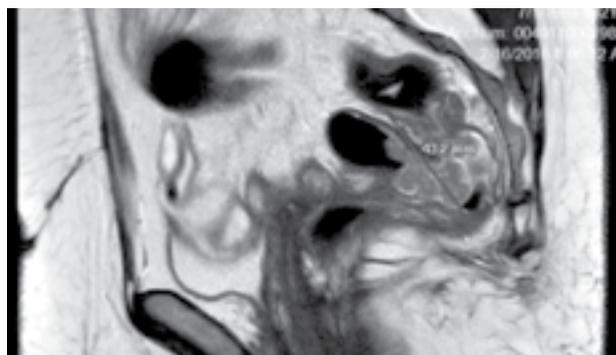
Lesión de recto superior en cara anterior del mismo en una paciente histerectomizada. Durante la resección de esta lesión se produjo un acceso a la cavidad peritoneal. La lesión era sésil y no pediculada como lo sugiera la RMN.
